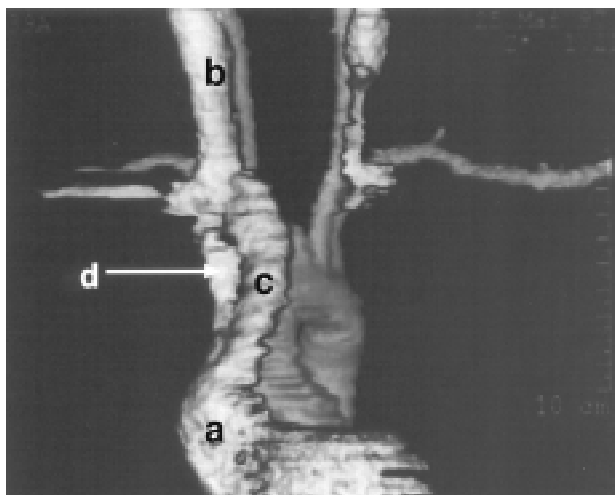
Angiotomografia: a) átrio direito, b) veia jugular interna direita, c) ponte espiralada de veia safena interna, e d) prótese de PTFE ocluída.
